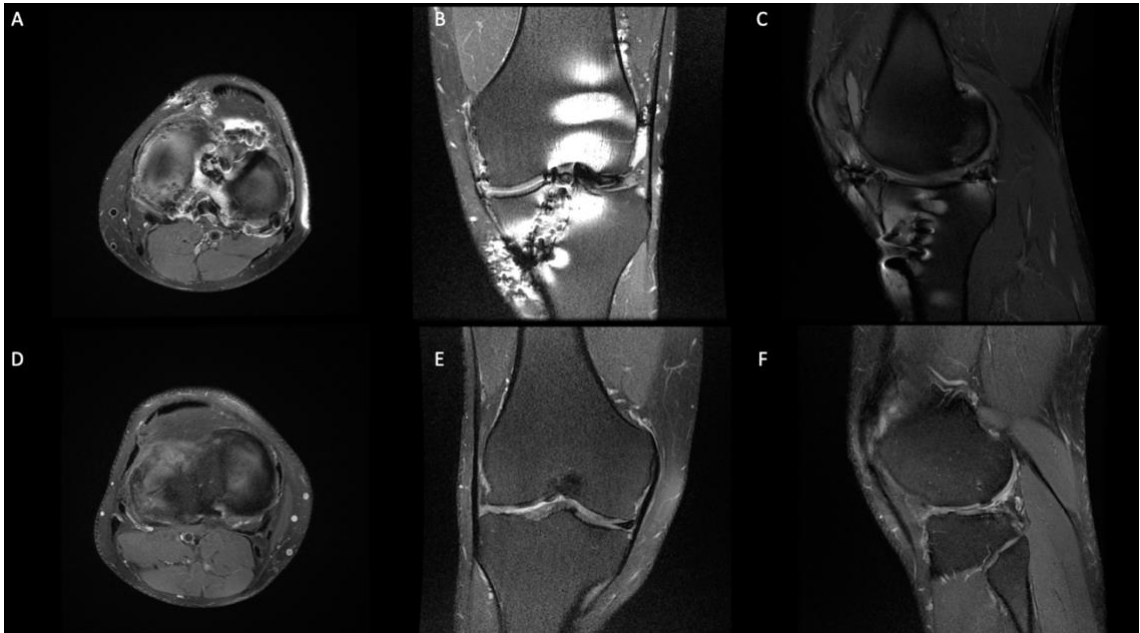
Aquí podemos encontrar 2 secuencias de RMN diferentes, en la primera línea A, B, C son CTM y D, E, F son andamios acelulares, en ambos grupos podemos encontrar una disminución en el espacio articular con el compartimento correspondiente A, B, C para el compartimento medial y D, E, F para el lateral
